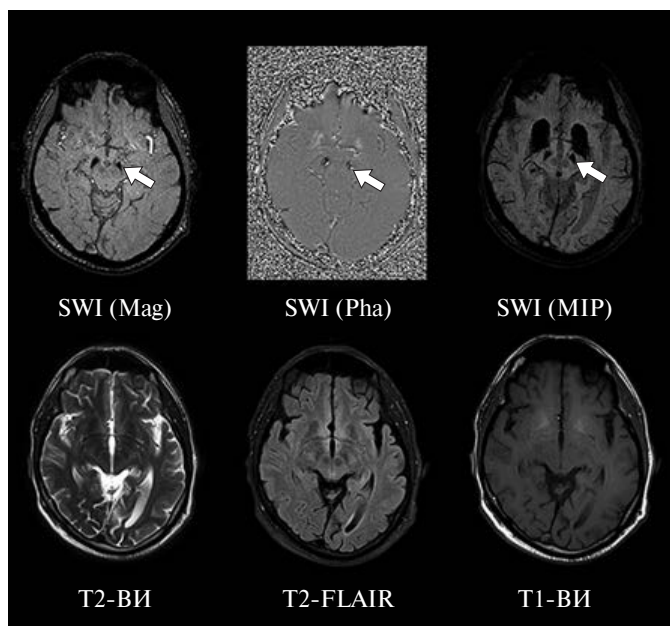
МРТ головного мозга (3 Тл) в режиме SWI в разных реконструкциях (верхний ряд) и в стандартных режимах исследования (нижний ряд). Минерализация в ЧС. Стрелками показаны зоны с измененной интенсивностью МР-сигнала от ЧС, не визуализируемые в режимах T2-ВИ, T2-FLAIR и T1-ВИ.
